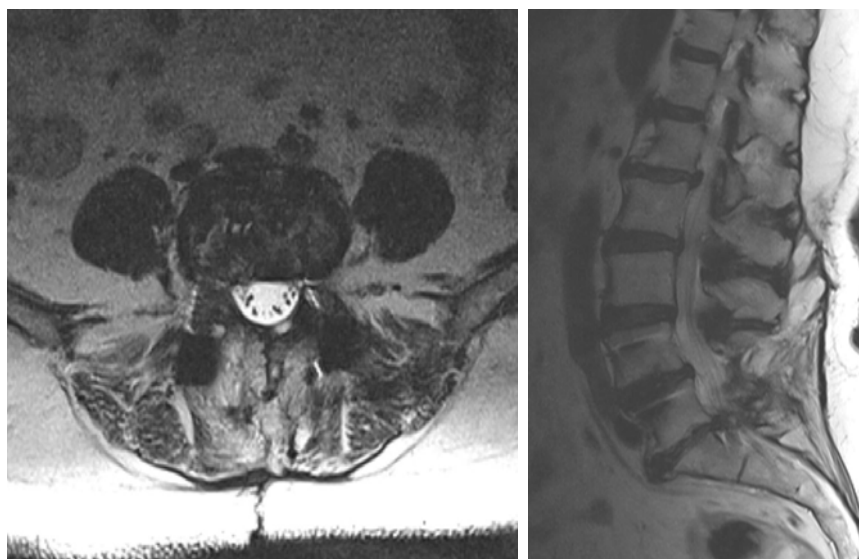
МРТ-изображения поясничного отдела позвоночника после операции
